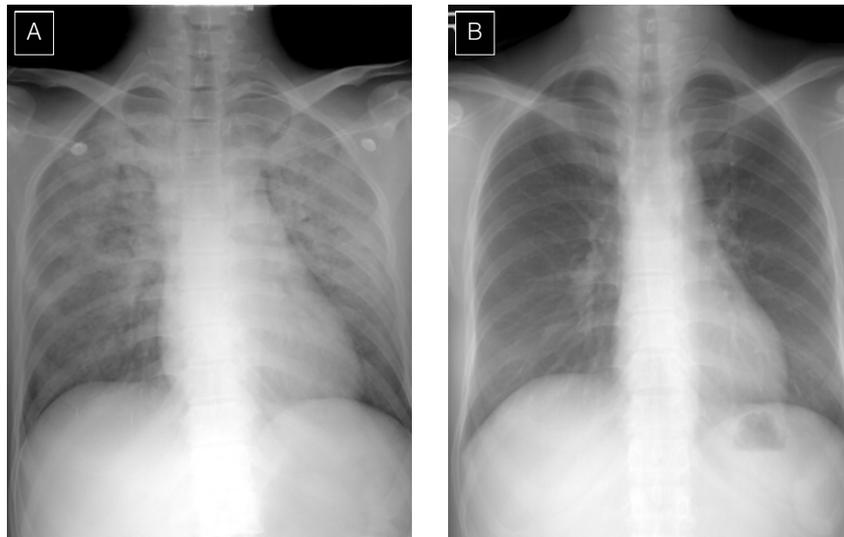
Chest X-ray shows diffuse patchy densities of whole lung fields without cardiomegaly (A). After 2 days of treatment the densities previously shown are nearly disappeared (B).
